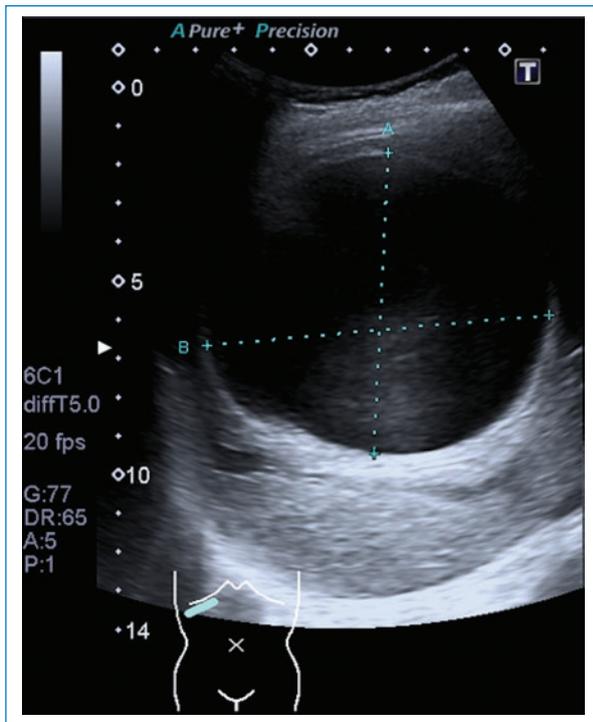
Mujer de 55 años que presenta dolor abdominal difuso. Ecografía abdominal: voluminosa imagen quística con márgenes hiperecogénicos en el lóbulo hepático derecho y refuerzo acústico posterior. Gharbi I-CE1.
